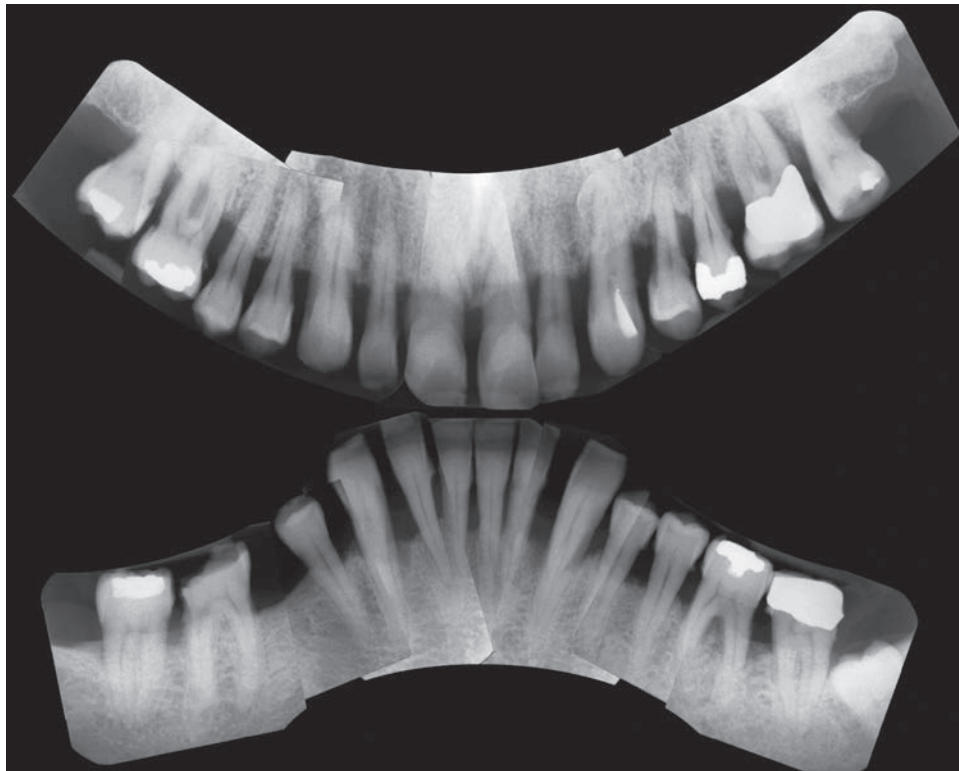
Röntgenstatus zum Zeitpunkt der Befundaufnahme (Juni 2007).
